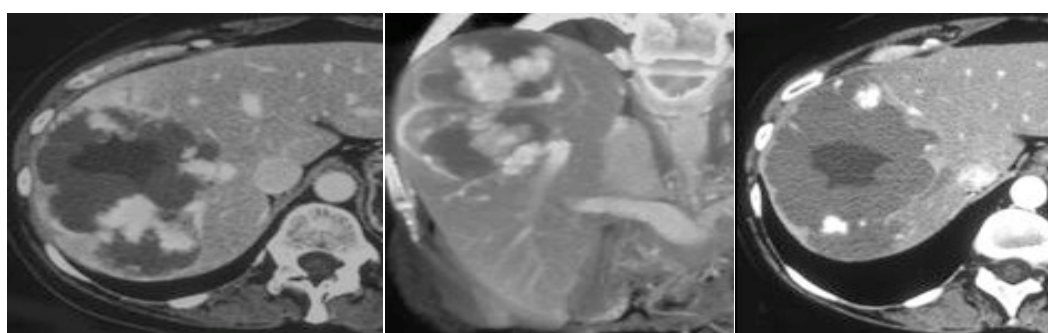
Hemangiom gigant în segmentul VIII, VII – examen CT postcontrast, secțiuni axiale și coronală, aspect atipic, prindere neomogenă a substanței de contrast mai ales central fără umplere tardivă la un pacient care a fost suspiciat de hepatocarcinom.
